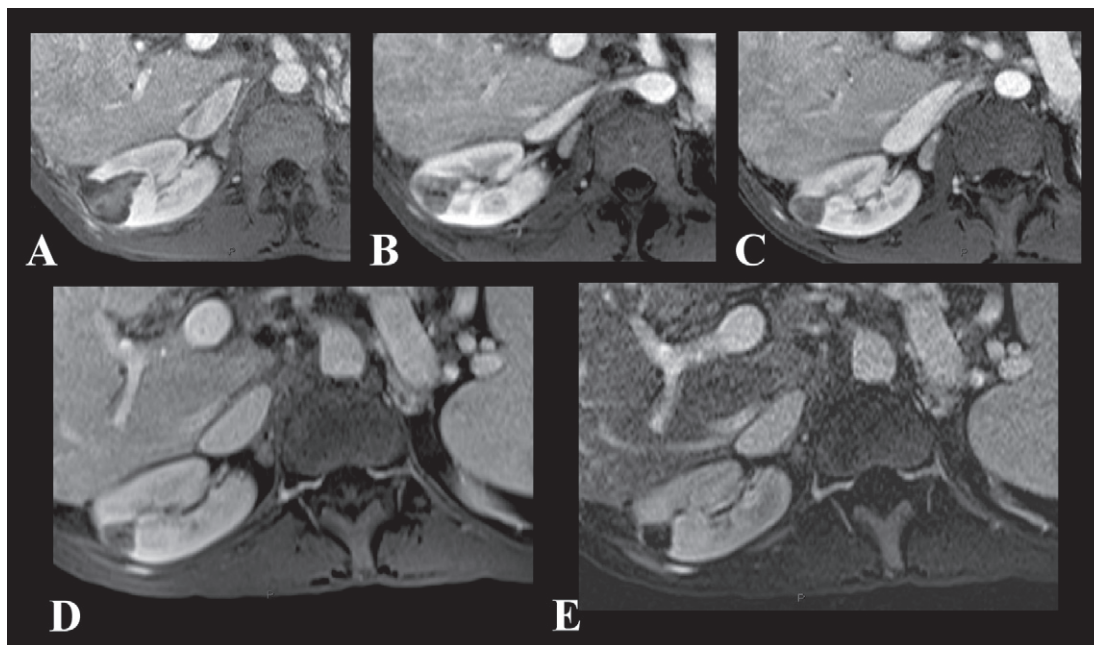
Évolution favorable d'une tumeur médiorénale droite après radiofréquence. Diminution de la taille de la zone traitée progressivement entre le premier jour après la radiofréquence (A), le troisième (B), le sixième (C) et le 12^e mois (D) après la radiofréquence sur les clichés d'IRM réalisés en T1 avec injection de gadolinium. En cas de doute sur une prise de contraste, les séquences de soustraction (E) éliminent les hyperintensités T1 signes d'hémorragie : aucune prise de contraste n'est retrouvée sur la zone traitée.
